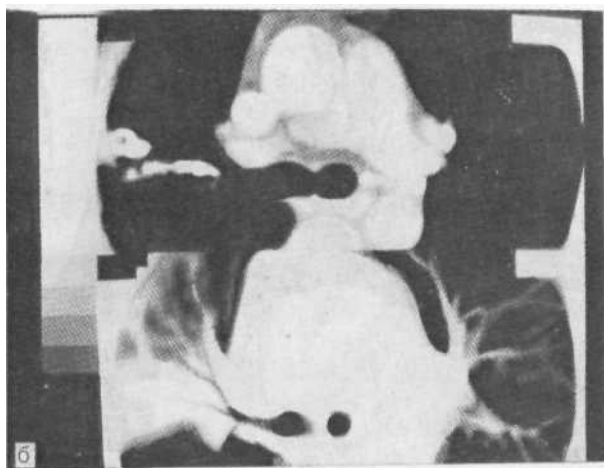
Рентгенограмма в боковой проекции (а): крупозная пневмониссурит. На поперечной компьютерной томограмме (б) отчетливо просветы бронхов на фоне затемнения («воздушная бронхография»).
